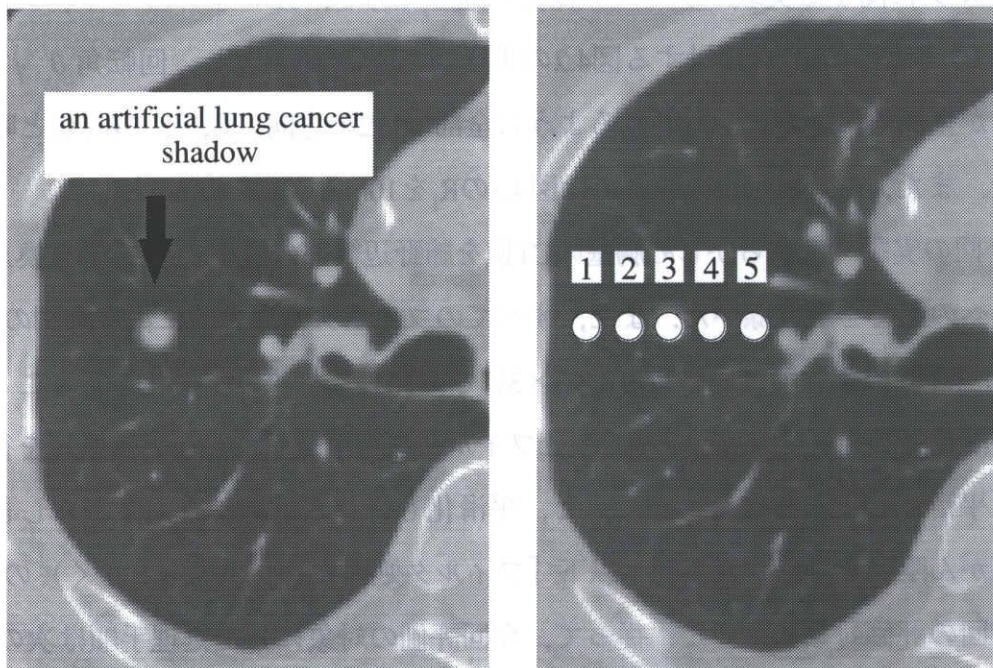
実際のCTスライス内に埋め込んだ擬似陰影と実験で選んだ擬似陰影の位置
